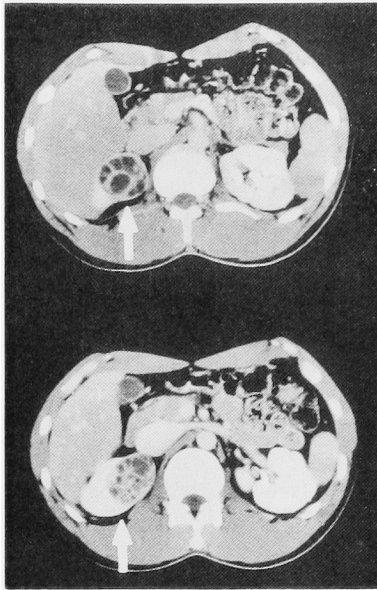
Enhanced CT of the multilocular cystic renal cell carcinoma. The thick septum of the multiloculated renal cyst is enhanced by contrast medium.
